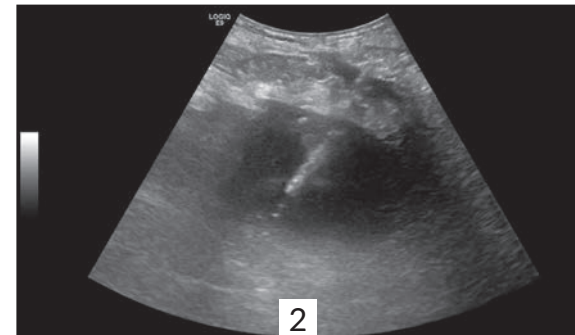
Perkutane Drainage: Abszessrezidiv und eine erneute perkutane Drainage. Da es sich um ein Rezidiv handelte, wurde die Entscheidung zu einer endosonographisch-geführten transgastrischen Drainage mit „lumen-apposing metal stent“ getroffen.
